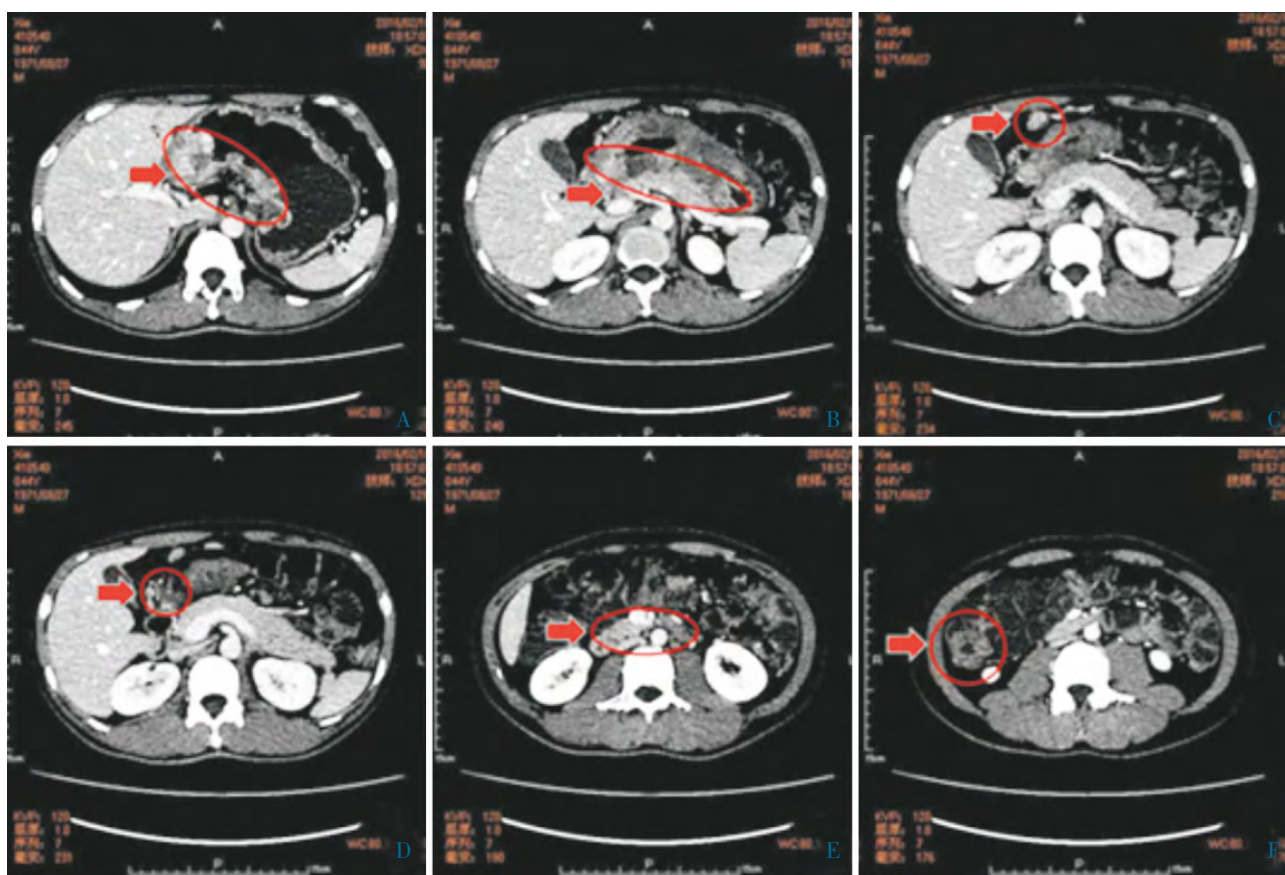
治疗前腹盆腔 CT 结果:A、B 箭头与圆圈所指处:胃体-窦部胃壁不规则形增厚,局部与胰体部前缘分界欠清;C-E 箭头与圆圈所指处:胃周、腹膜后淋巴结肿大;F 箭头与圆圈所指处:升结肠增厚占位
